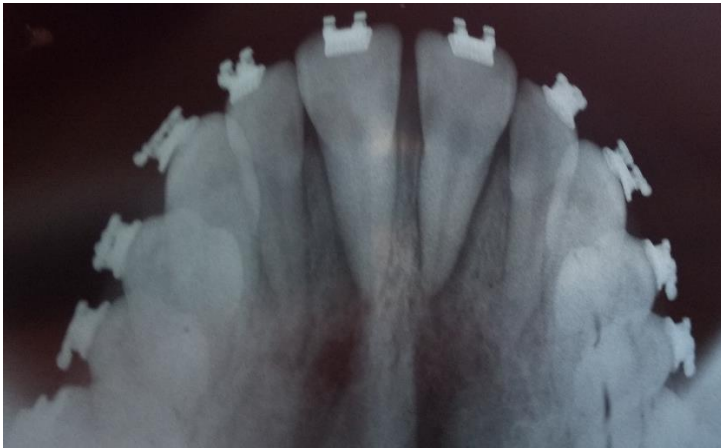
radiografia oclusal
